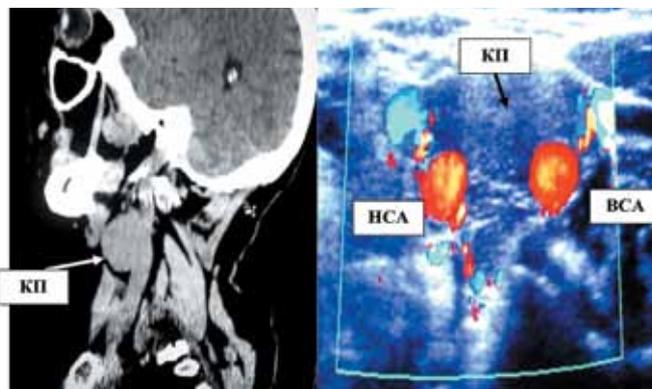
Больная У., 60 лет. Стандартом обследования для оценки сосудистой анатомии является мультиспиральная рентгеновская компьютерная томография головы и шеи с в/в болюсным контрастированием: а – сагиттальная проекция – опухоль в проекции левой каротидной бифуркации; б – цветное дуплексное сканирование сосудов шеи и каротидной бифуркации
